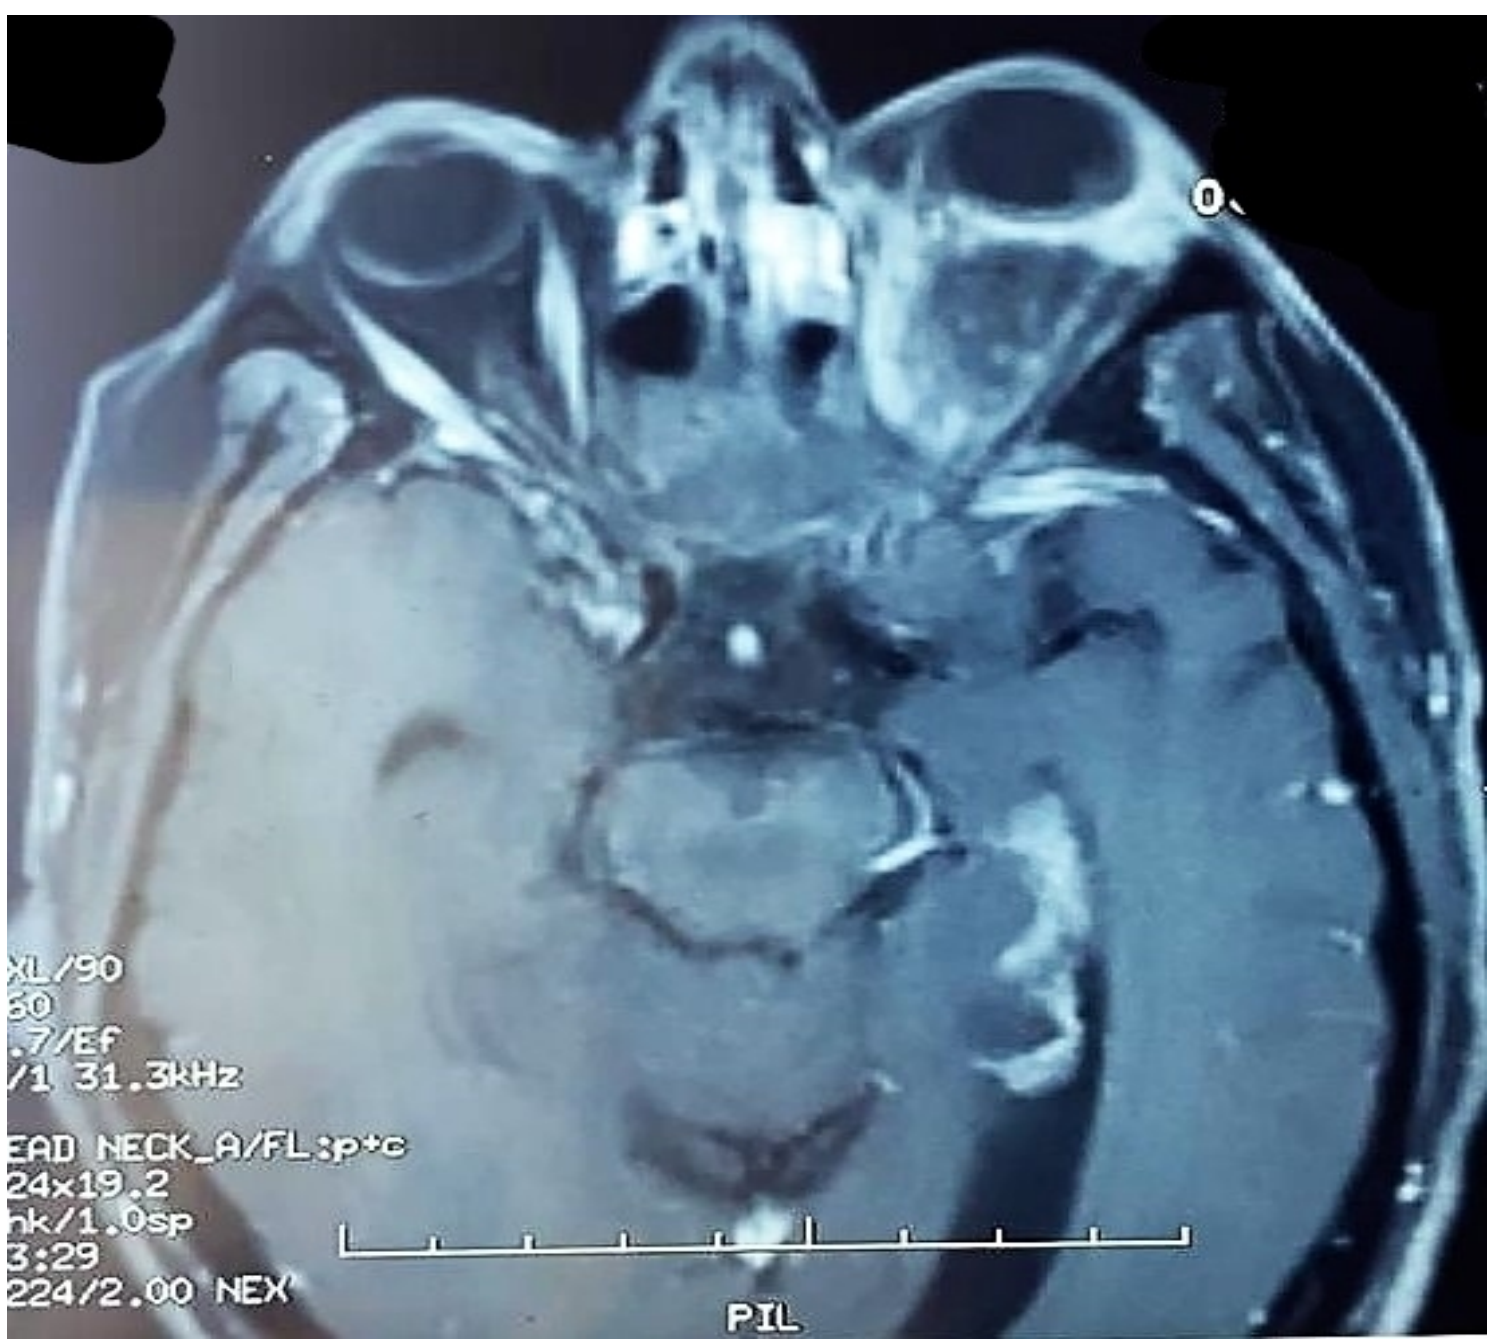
IRM orbito-cérébrale montrant l'infiltration orbitaire gauche
